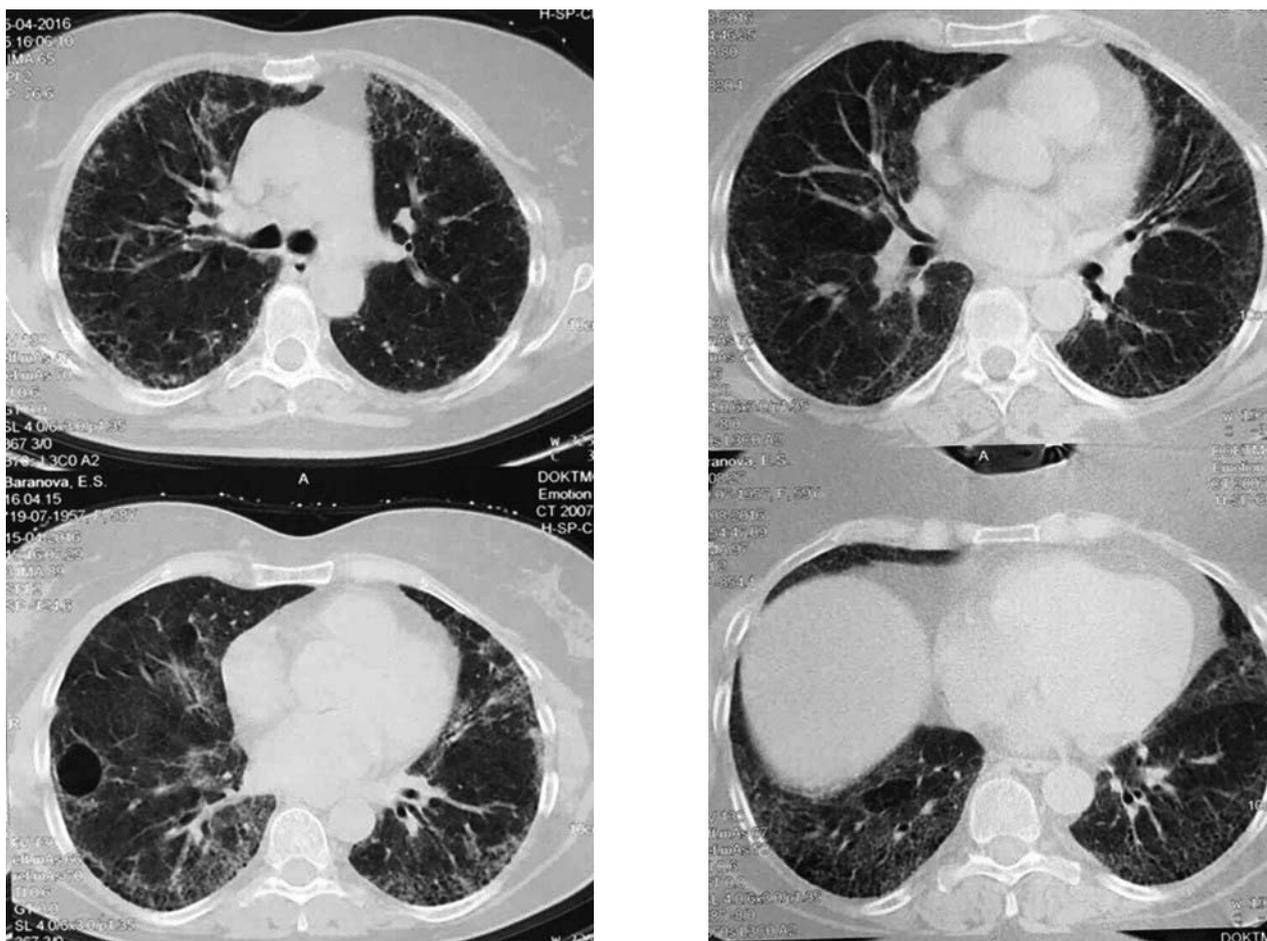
Больная З., СКТ органов грудной клетки, 2017 г.
